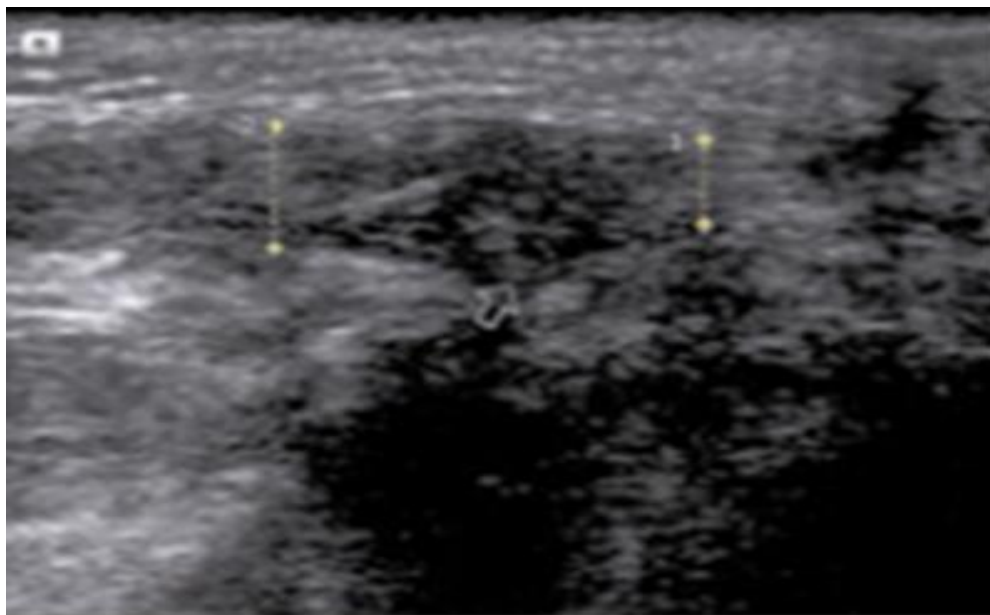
Картина УЗИ сухожилия разгибателя II пальца (1-я зона)
